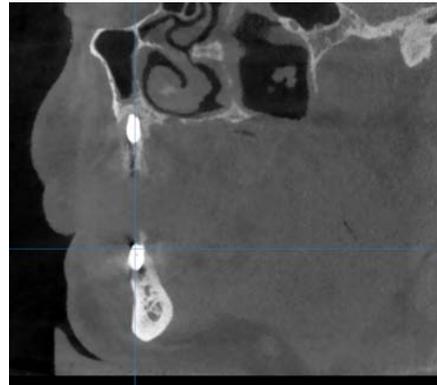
Corte axial tomografía OnDemand F.D Fig. B. Corte cros seccional tomografía FD
